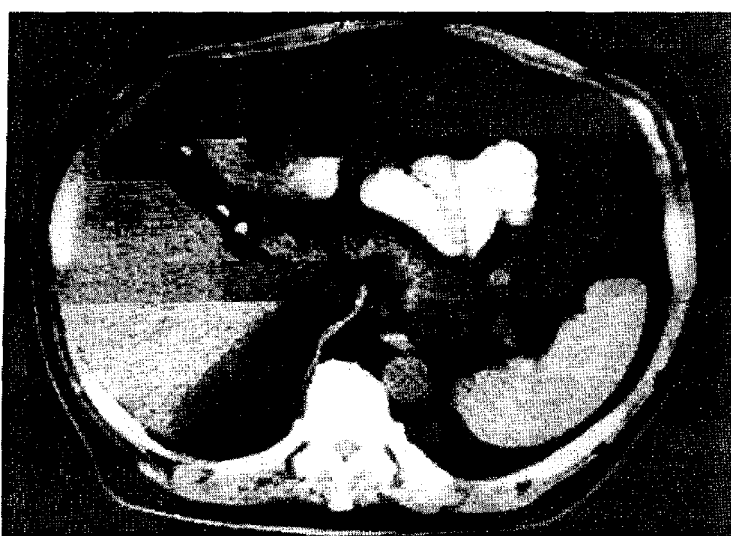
Компьютерная томограмма. Метастатическое поражение печени. Пассивная фаза. Нечеткие ровные контуры образования.
